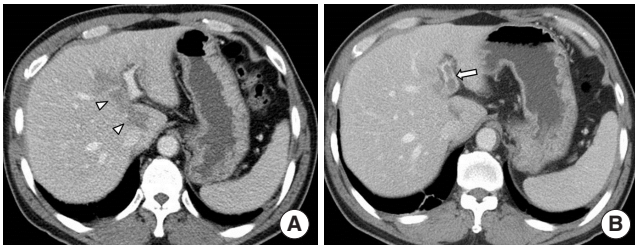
Portal vein thrombosis after traffic accident in 50-year-old man. (A) Contrast-enhanced CT image shows ill-defined linear low density lesion in the liver, suggestive of hepatic laceration (arrowheads). (B) Follow-up CT image acquired after 7 days shows the left portal vein thrombosis (arrow). CT, computed tomography.
